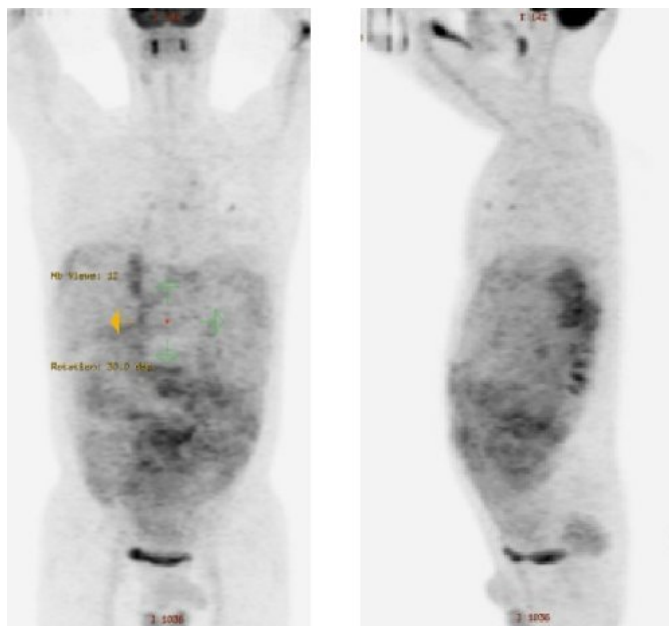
Cortes coronal y sagital de un estudio PET-FDG realizado en el segundo paciente con PMP. Captación difusa en la cavidad peritoneal.
